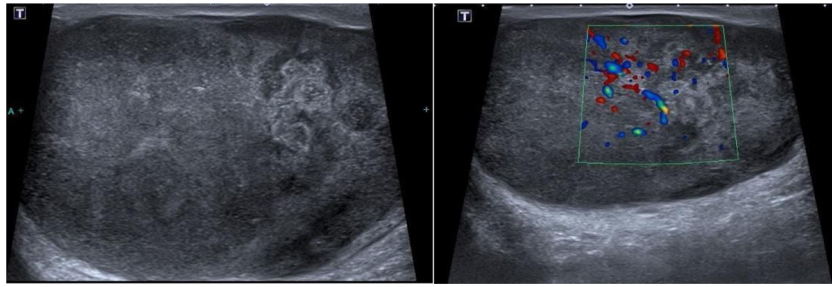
Ecografía testicular con el parénquima desestructurado, ocupado totalmente por tumor y con hipoperfusión del parénquima.
